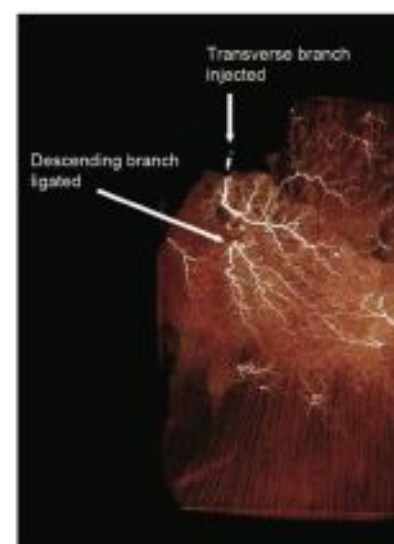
Computed tomographic angiography where the descending branch has been ligated and the transverse branch has been injected with contrast. Significant retrograde flow from the transverse branch to the descending branch is observed through intramuscular linking vessels.
